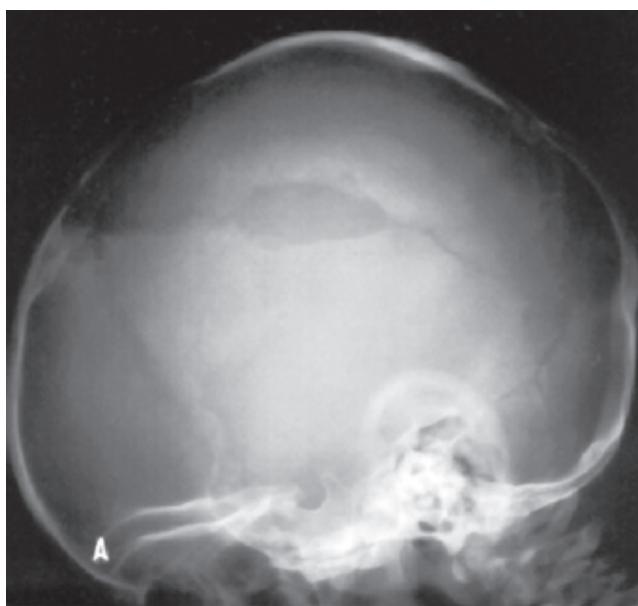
A) Radiografía de cráneo de paciente con FEC parietal
